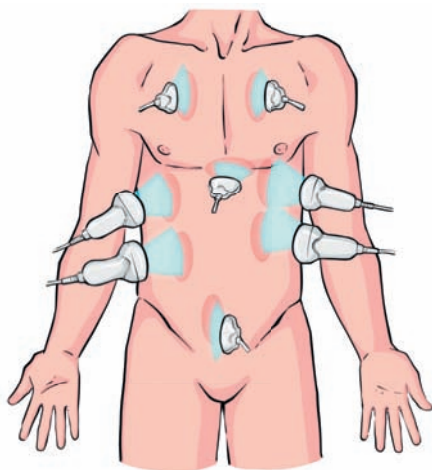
Стандартные места исследования датчиком УЗИ
